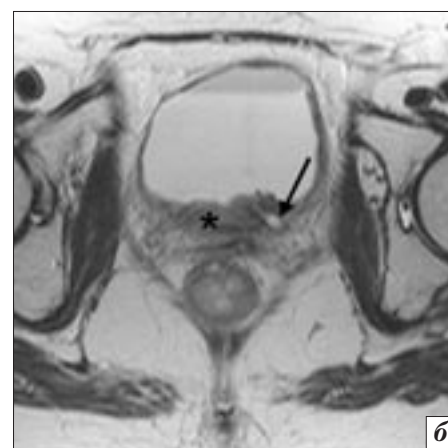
МРТ малого таза, МР-урограмма (а), Т2-ВИ в аксиальной плоскости (б). Постлучевая стриктура устья левого мочеточника при позднем постлучевом инкрустированном цистите. Визуализируется левосторонний гидроуретер (а). Задняя стенка мочевого пузыря утолщена (б), с низкой интенсивностью сигнала за счет отложений фибрина и микрокальцинатов (звездочка), рубцовое сморщивание и облитерация устья левого мочеточника с супрастенотическим расширением (стрелка)
